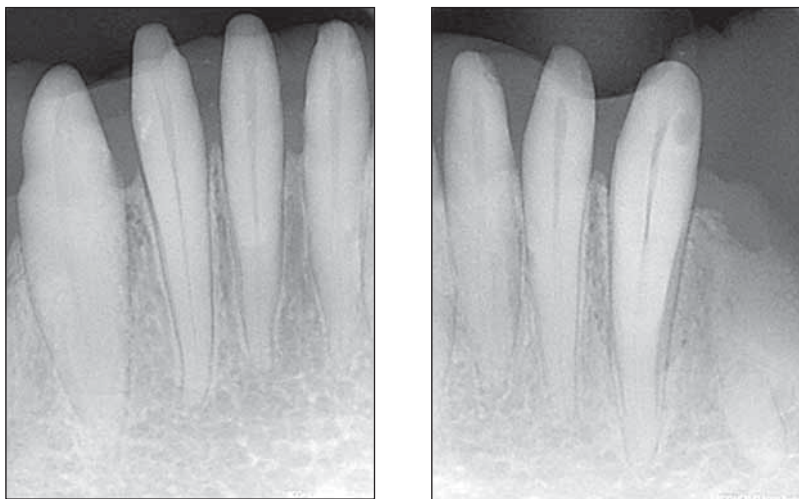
și FIGURA 4. Radiografii diagnostice preendodontice ale incisivilor 32-42
